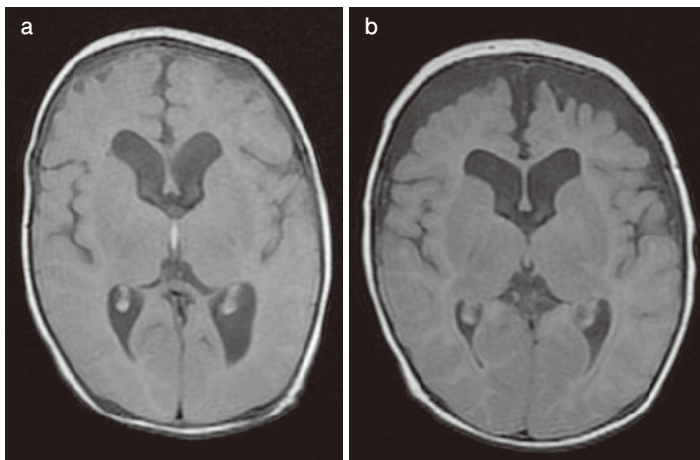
頭部 MRI 経過 (入院 27 日目, 退院後 2 カ月)
